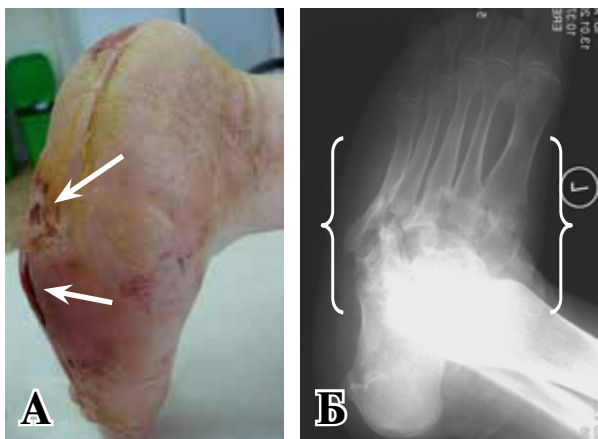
Пациент №3, 29 лет, III тип локализации зоны деструкции (по Sanders): А – вид стопы (стрелками указаны трофические язвы подошвенной поверхности стопы); Б – рентгенограмма левой стопы, косая проекция (фигурной скобкой указана зона деструкции).
